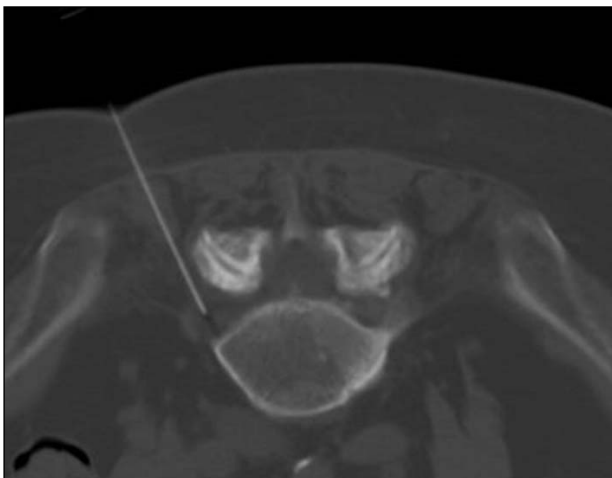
Corte axial de tomografía computarizada en el que se observa la aguja espinal 21 en el neuroforamen izquierdo, de L4-L5.
